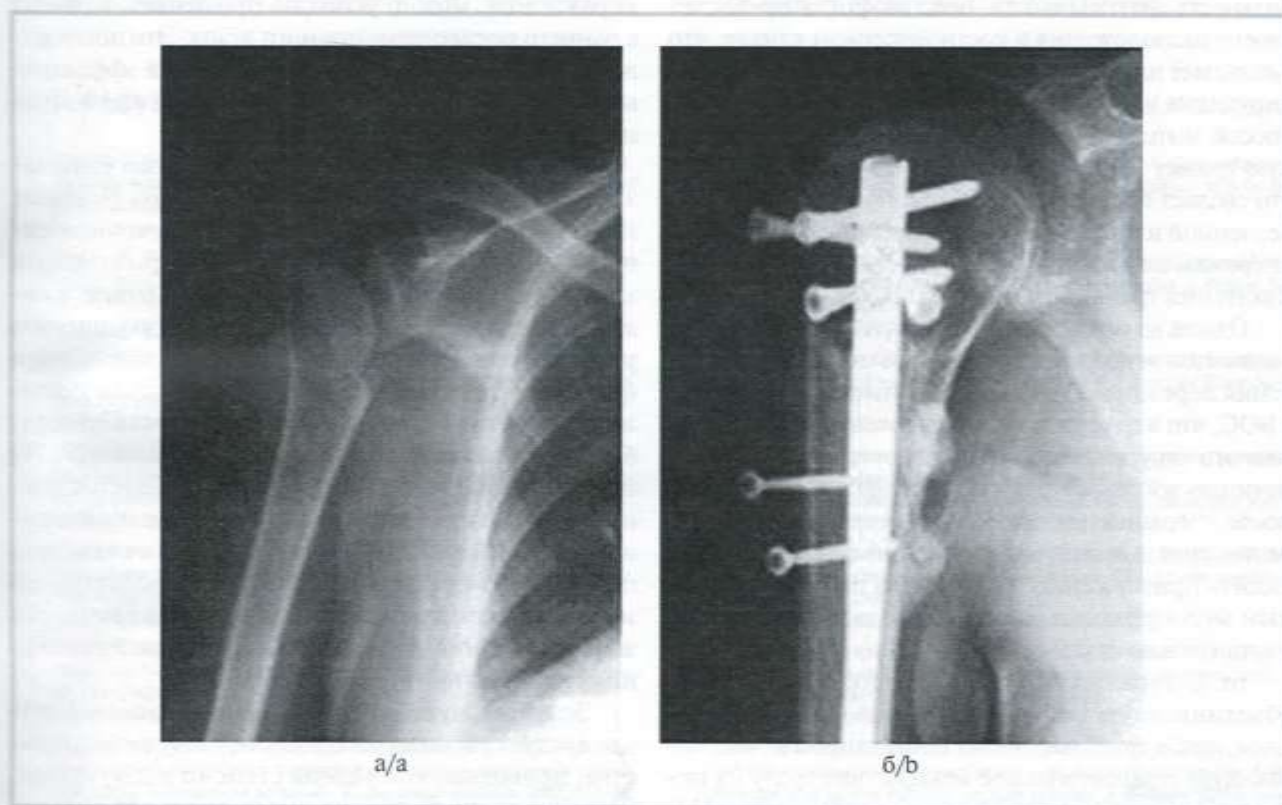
Четырехфрагментарный перелом ПОПК по Neer (а), рентгенография после остеосинтеза штифтом с блокированием, миграция блокирующего винта в основной группе (б).
